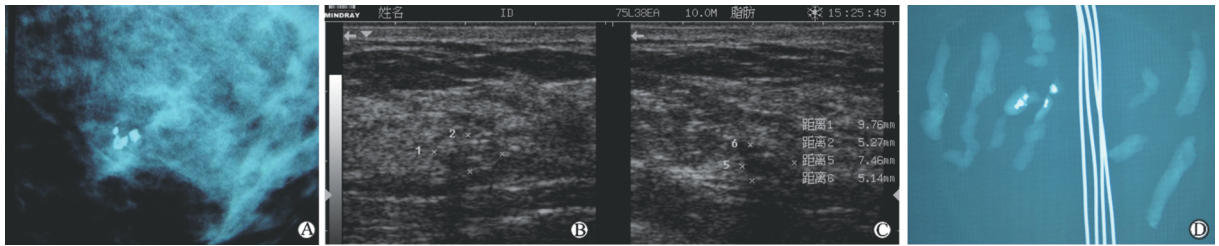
乳腺内粗钙化病灶术前钼靶、高频超声及术后钼靶检查结果
